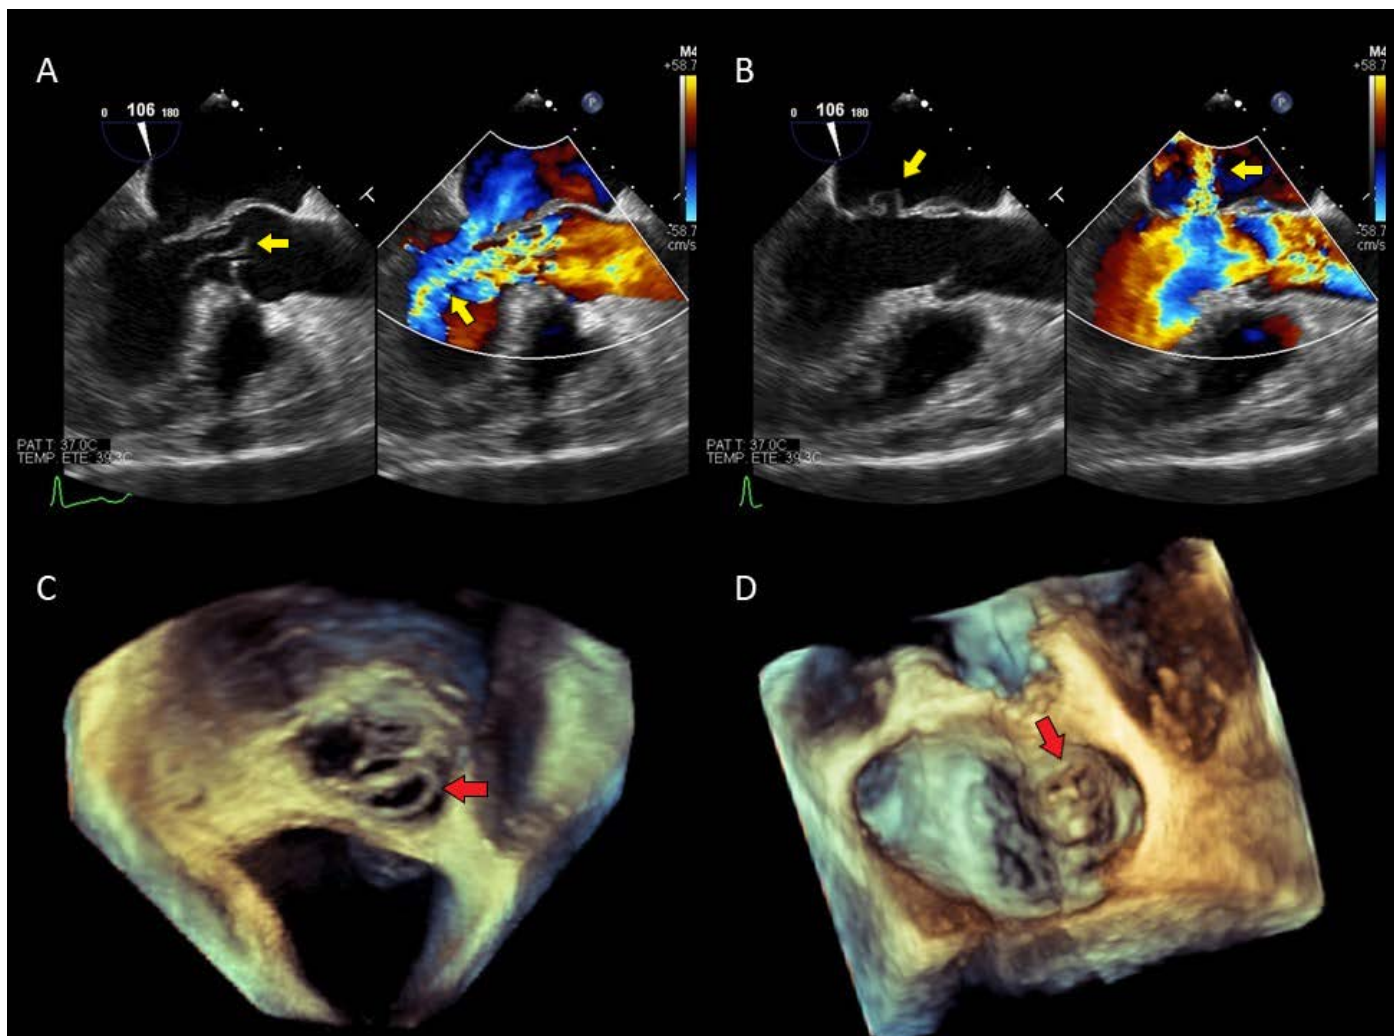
A) ETE 2D, eje largo a nivel medio-esofágico, fotogramas en diástole, se observa desinserción/rotura de la base del velo no coronario de la VA y un jet de regurgitación severa. B) ETE 2D, eje largo a nivel medio-esofágico, fotogramas en sístole, se observa aneurisma perforado a nivel de velo anterior de VM (festón A2) con jet a su través que indica perforación. C) ETE 3D, representación volumétrica, se observa VA desde plano aórtico, desinserción/rotura de la base del velo no coronario. D) ETE 3D, representación volumétrica, visualización de VM, vista de cirujano modificada, se observan 2 perforaciones a nivel del aneurisma situado en el velo anterior (festón A2). ETE: ecocardiograma transesofágico, VA: válvula aórtica, VM: válvula mitral, 2D: 2 dimensiones, 3D: 3 dimensiones.
